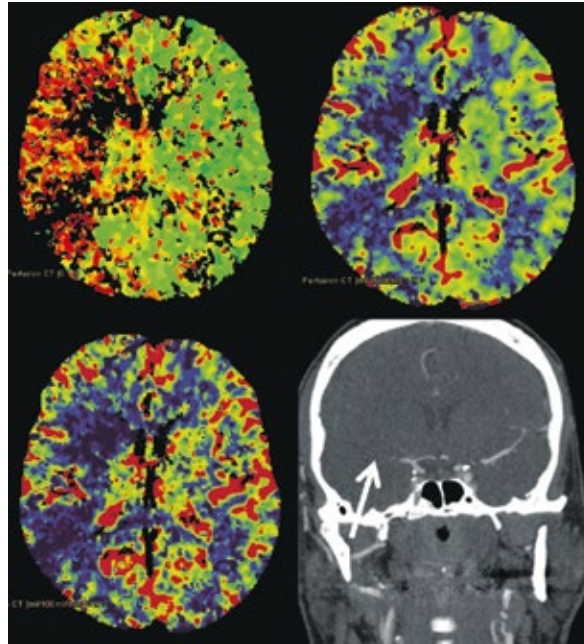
CT-Angiografie und CT-Perfusion eines 53 Jahre alten Patienten mit Mediahauptstammverschluss sowie bereits demarkiertem territorialem Infarkt rechts temporal und Stammganglien rechts
